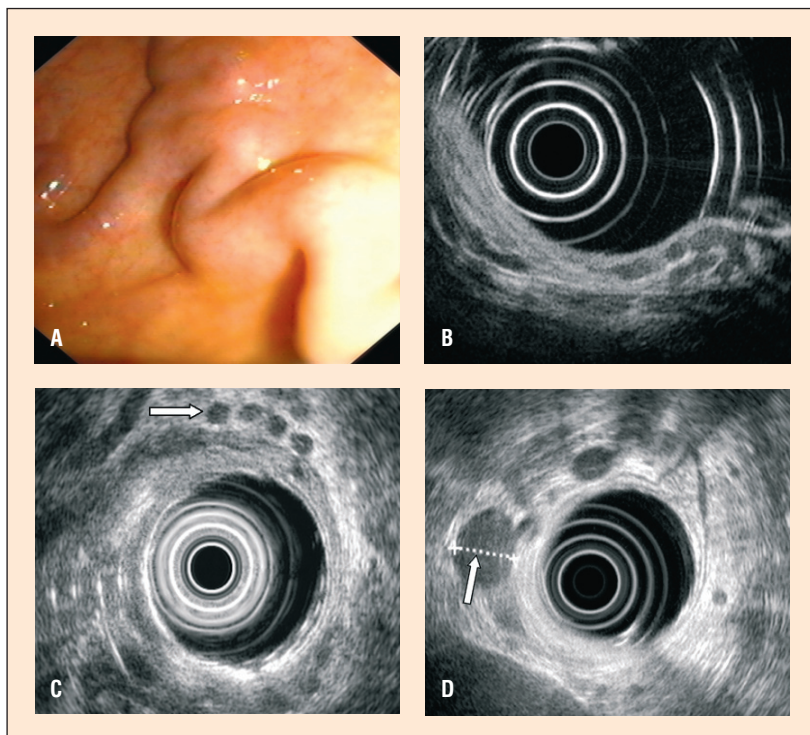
Inne cechy nadciśnienia wrotnego możliwe do oceny w ultrasonografii endoskopowej; A — gastropatia wrotna, obraz endoskopowy; B — gastropatia wrotna, obraz ultrasonografii endoskopowej z pogrubieniem warstwy odpowiadającej błonie śluzowej i podśluzowej ściany żołądka (strzałka); C — pomiar szerokości żyły nieparzystej (strzałka); D — ślad wolnego płynu w jamie otrzewnej, przy ścianie żołądka (strzałka)
